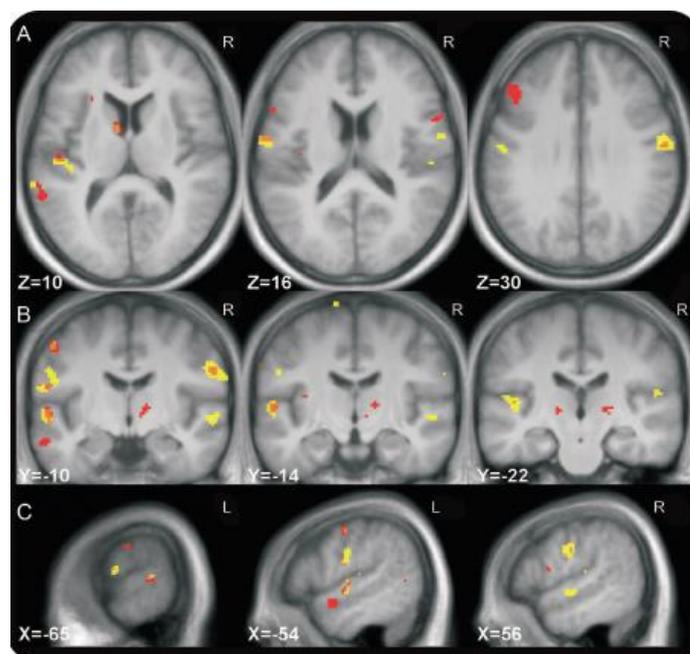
IRM en coupe axiale (A), coronale (B), et sagittale (C) avec en surbrillance les zones de sur-activation d'un trompettiste atteint de dystonie en comparaison à un trompettiste sain. En jaune les zones de sur-activation lors de mouvement de vibration des lèvres à l'embouchure, en rouge lors de l'expiration dans un tube. En orange les zones de chevauchements lors des deux exercices. (23)
